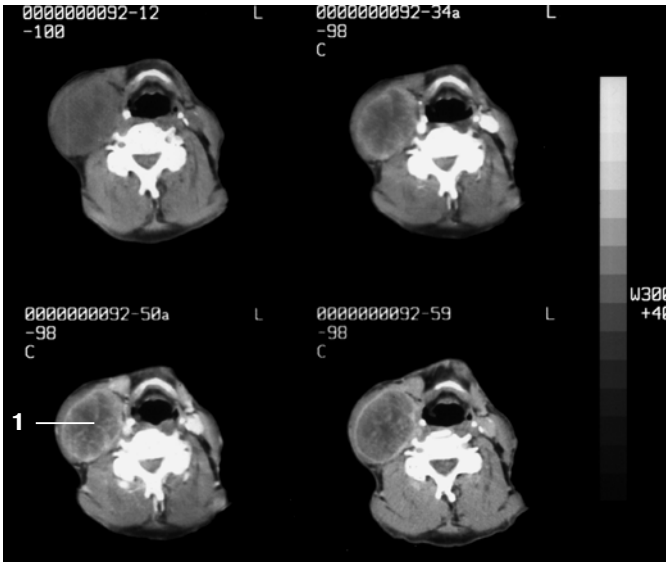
ДКТ после внутривенного введения рентгеноконтрастного вещества. Одиночный крупный лимфоузел (1). В центре узла определяется зона пониженной плотности – зона некроза.
